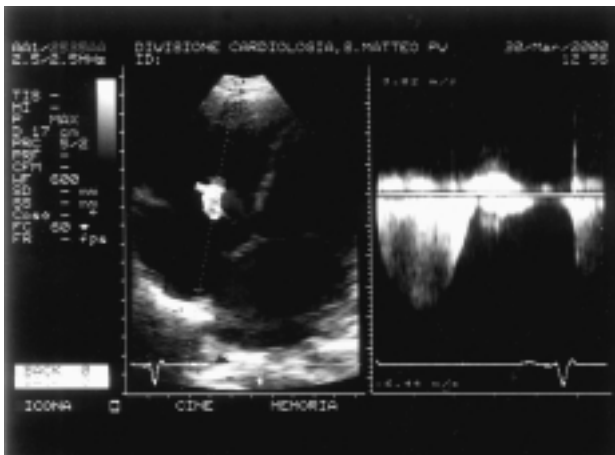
Calcolo del gradiente sistolico tra ventricolo destro e atrio destro a partire dalla velocità del getto di rigurgito tricuspide in un paziente con cardiomiopatia dilatativa. A sinistra: l'immagine color Doppler permette di individuare il getto di rigurgito tricuspide e di posizionare correttamente il fascio esplorante Doppler continuo. In questo caso l'allineamento era ottimale. A destra: la corrispondente registrazione delle velocità al Doppler continuo. La pressione generatrice misurata era di 52 mmHg.
